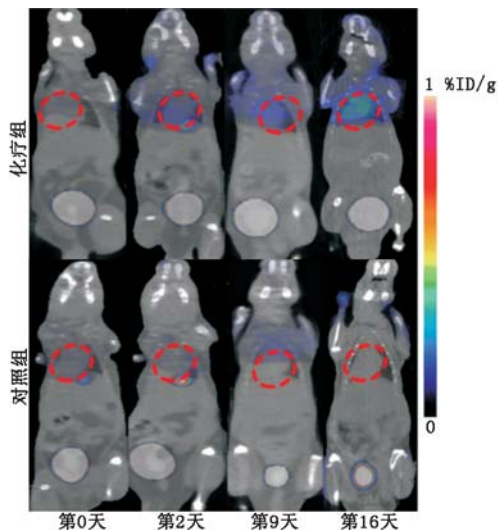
化疗组和对照组小鼠不同时间心肌 ^{18}F -2-(5-氟-戊基)-2-甲基丙二酸(ML-10)microPET/CT显像图。化疗组小鼠按体质量腹腔注射 DOX 4 mg/kg,对照组小鼠腹腔注射等量生理盐水;心肌组织用虚线圆圈表示
